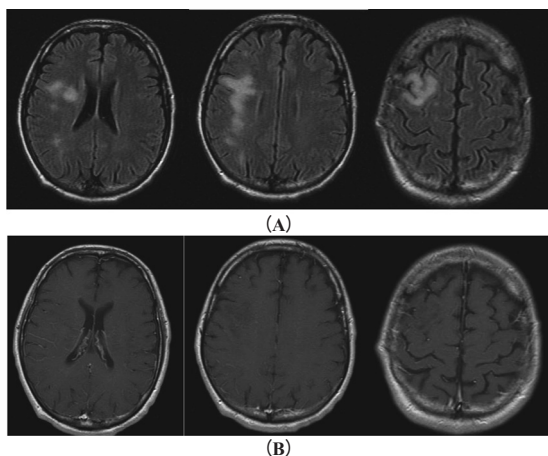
入院時の頭部造影 MRI 画像 (A: FLAIR, B: ガドリニウム造影)
